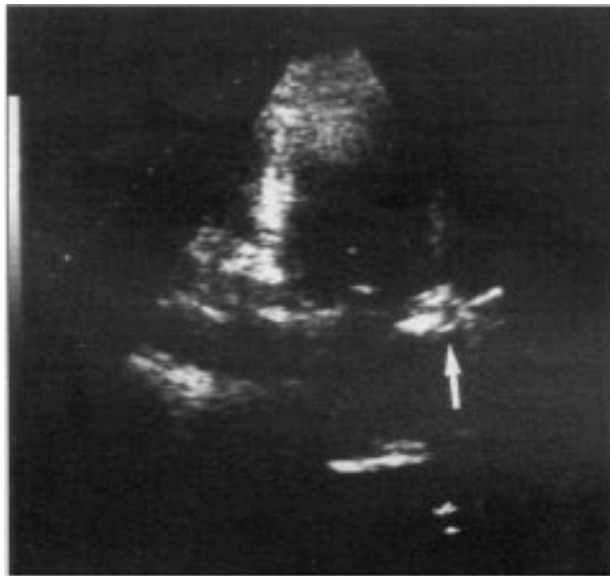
Ecodoppler (corte apical) mostrando prótese com trombo.
